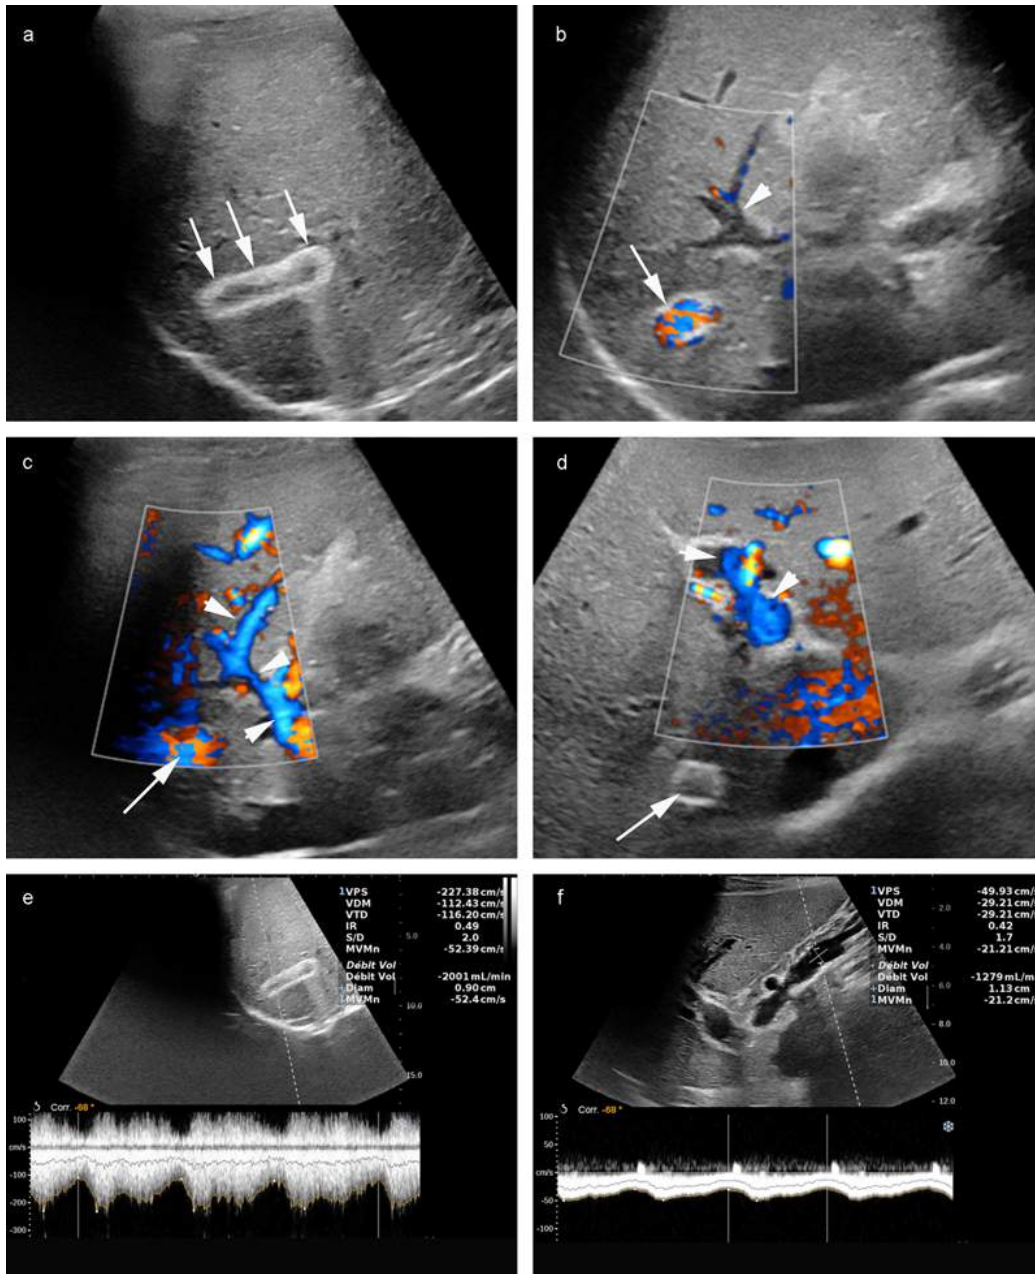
Exemple de contrôle échographique normal d'un TIPS posé il y a plusieurs années.
